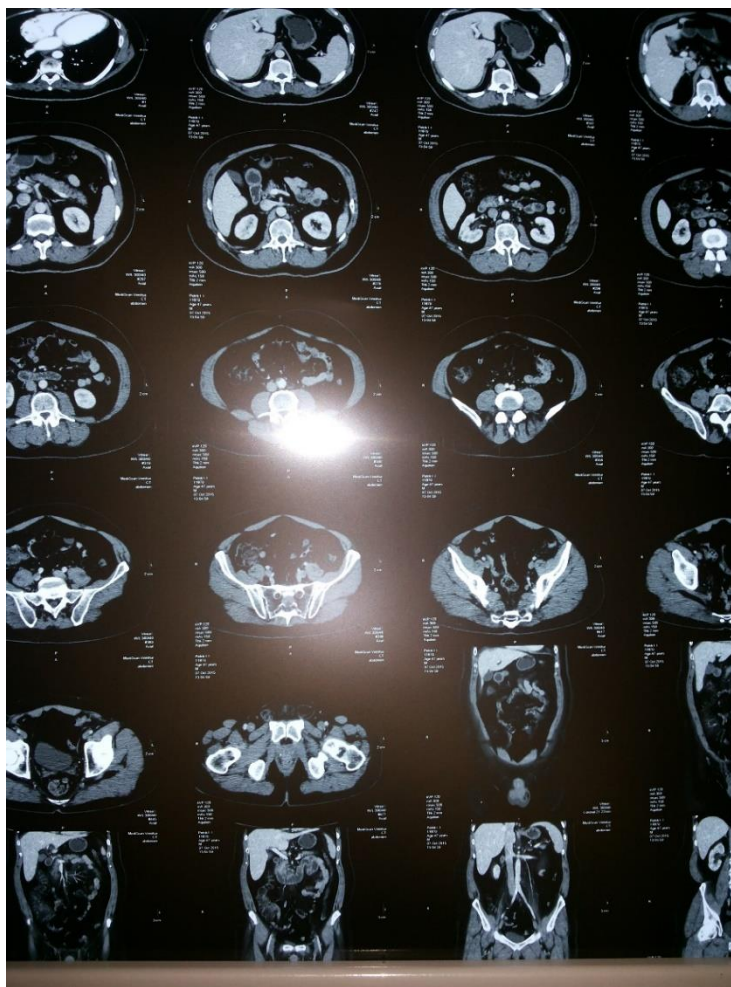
МСКТ пацієнта П. (07.10.2015)
